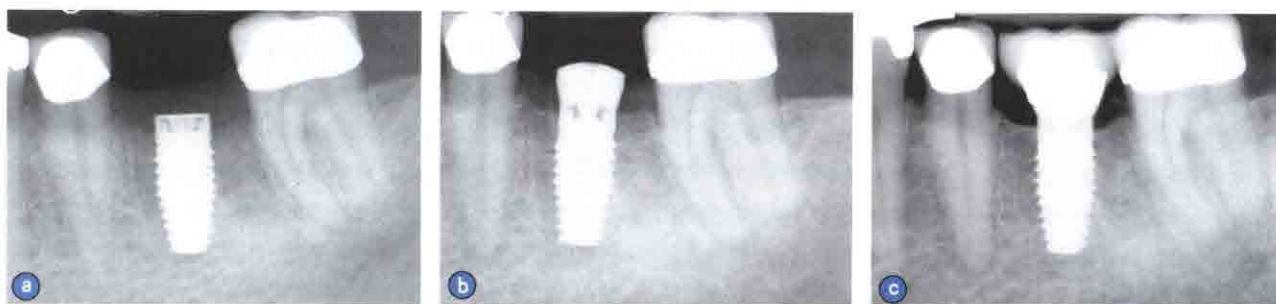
a. 折裂牙拔除并植骨5个月后放入5mm 宽度 Laser-Lok 种植体的初始X线片, b. 种植后3个月放置愈合基台, c. Laser-Lok 种植体3年的随访。显示牙槽嵴骨量稳定, 颌口周围牙槽嵴骨密度增高
